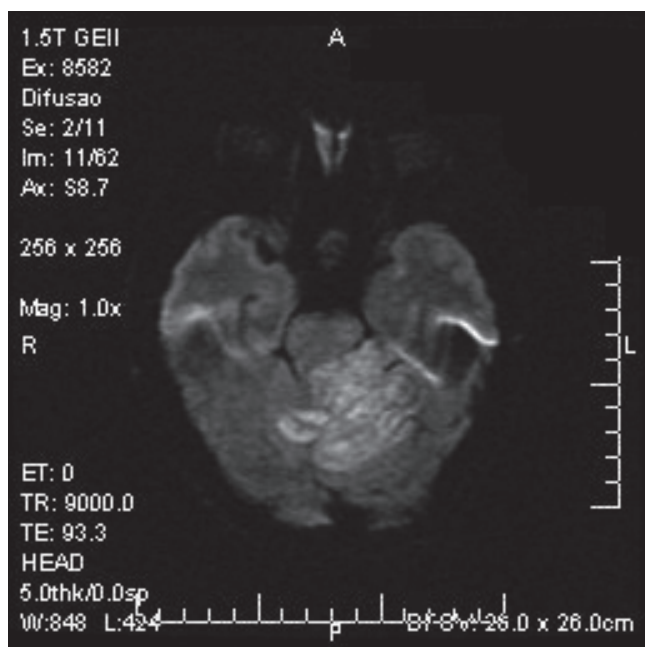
Ressonância Magnética-difusão. A lesão alarga as folhas cerebelares, parcialmente caracterizadas. Deslocamento do mesencéfalo com obstrução parcial do IV ventrículo.
